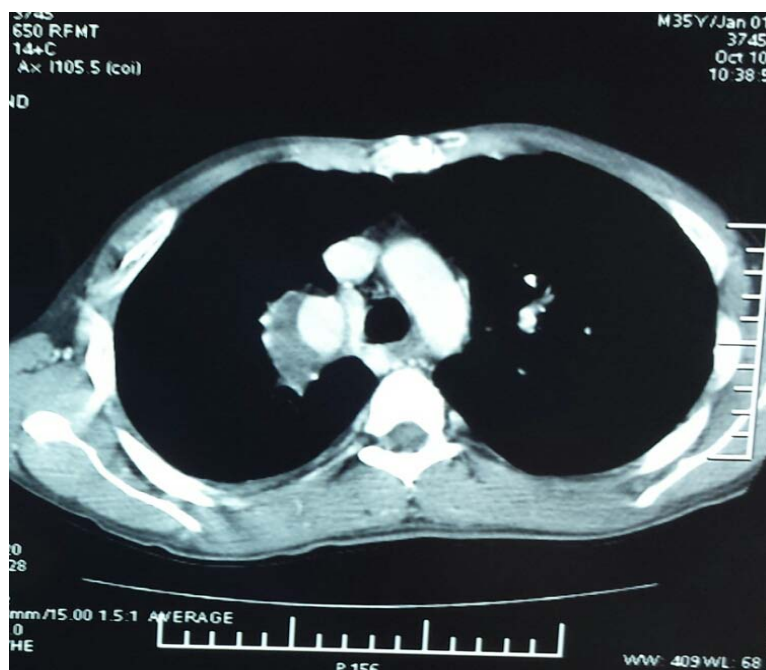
TDM thoracique : Anévrysme de l'artère pulmonaire droite.
